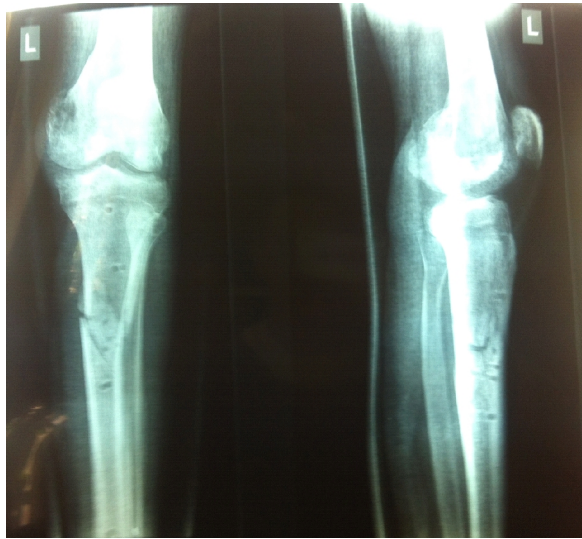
Рентгенограми постраждалого Г., 1991 р.н. після демонтажу АЗФ
